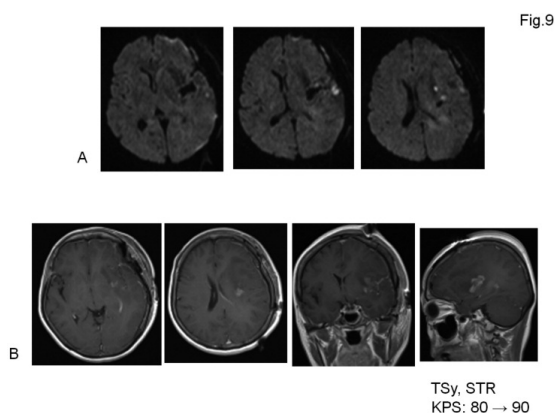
Postoperative DWI and Gd-MRI.
